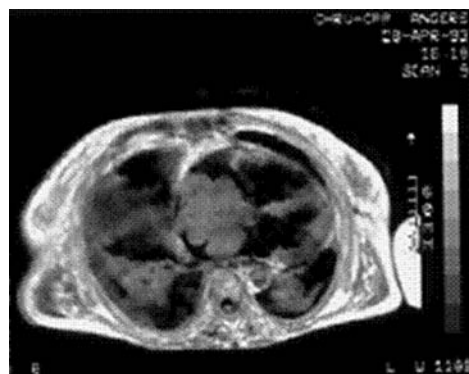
Métastase d'un adénocarcinome bronchique située au niveau du septum interauriculaire et prolabant dans les deux oreillettes en IRM (coupe transverse en écho de spin).
